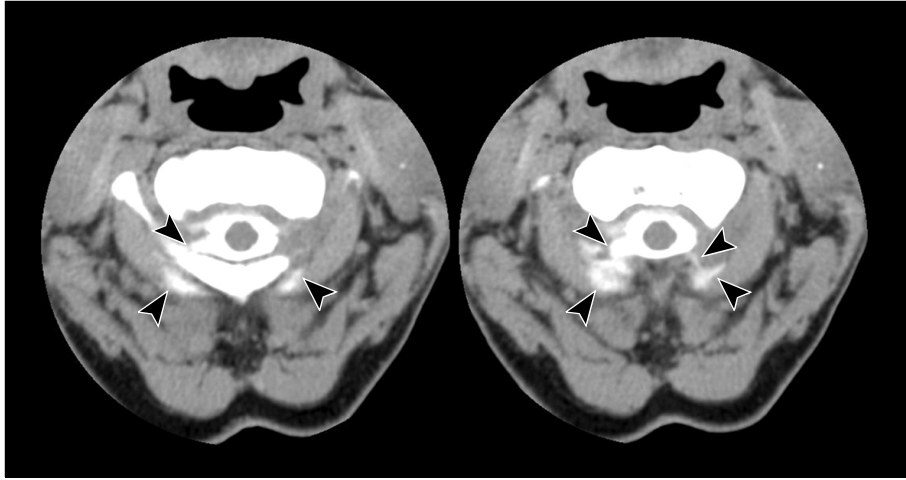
Soft tissue accumulation of injected contrast media in the craniocervical region posterior to the lamina shown on CT myelography which is compatible with intracranial hypotension with CSF leakage.
